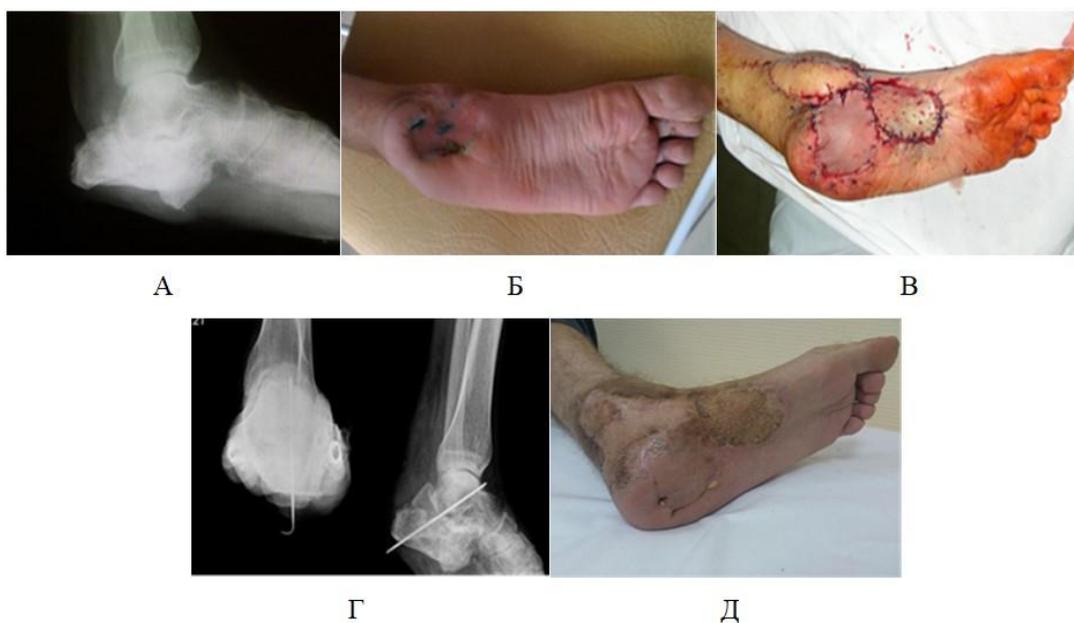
Пациент Г., 43 года, с диагнозом «остеомиелит левой пяточной кости, дефект мягких тканей подошвенной поверхности стопы»: А, Б – рентгенограммы и внешний вид стопы до операции; В – 1-й этап реконструкции: замещение дефекта мягких тканей префабрикованным подошвенным лоскутом левой стопы; Г – рентгенограмма 2-го этапа реконструкции: артродез подтаранного сустава левой стопы с костной пластикой из гребня подвздошной кости; Д – внешний вид стопы через 4 года после реконструкции
